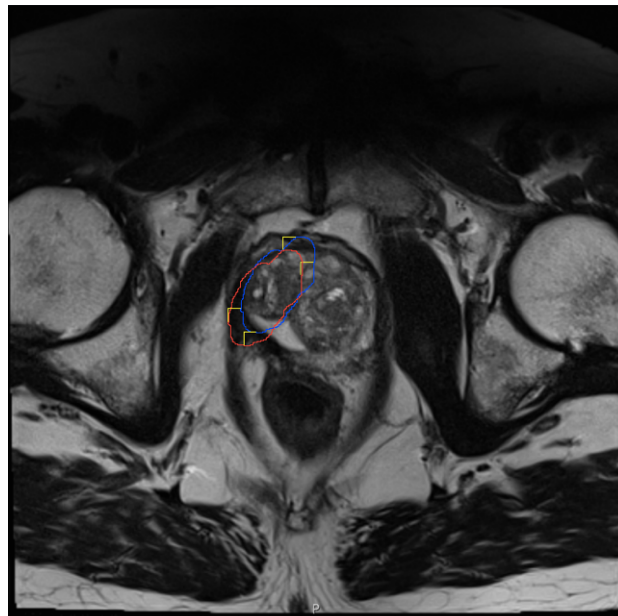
Lagekorrektur der projizierten im präoperativen MRT definierten ROI (blau) mittels Lagekorrektur um 3,9 mm nach links (gelb) und 4,2mm (gelb) nach unten für die neue korrigierte Lage der ROI (rot)
